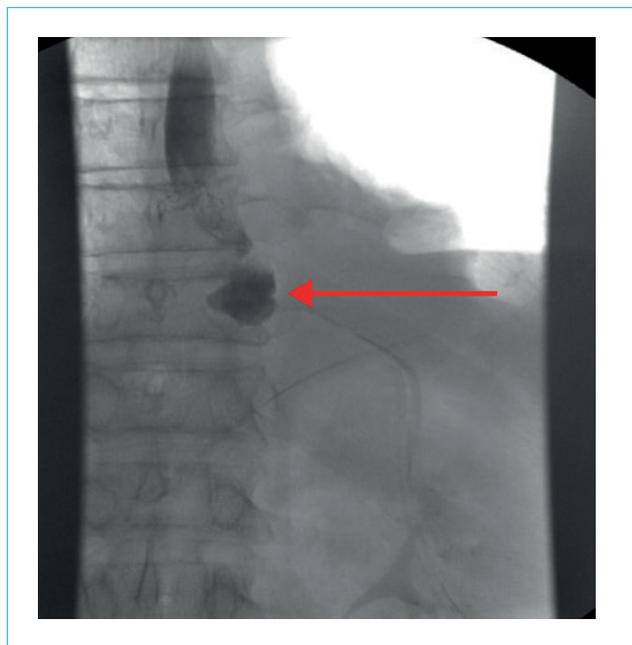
Рентгенография культи пищевода с пероральным контрастированием: несостоятельность культи пищевода
